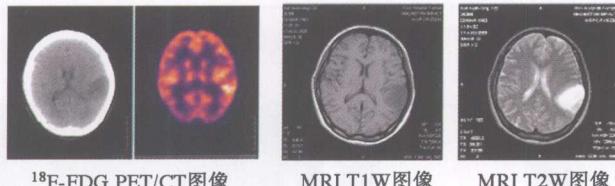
星形细胞瘤Ⅱ级, PET/CT 显像及 MRI 成像
